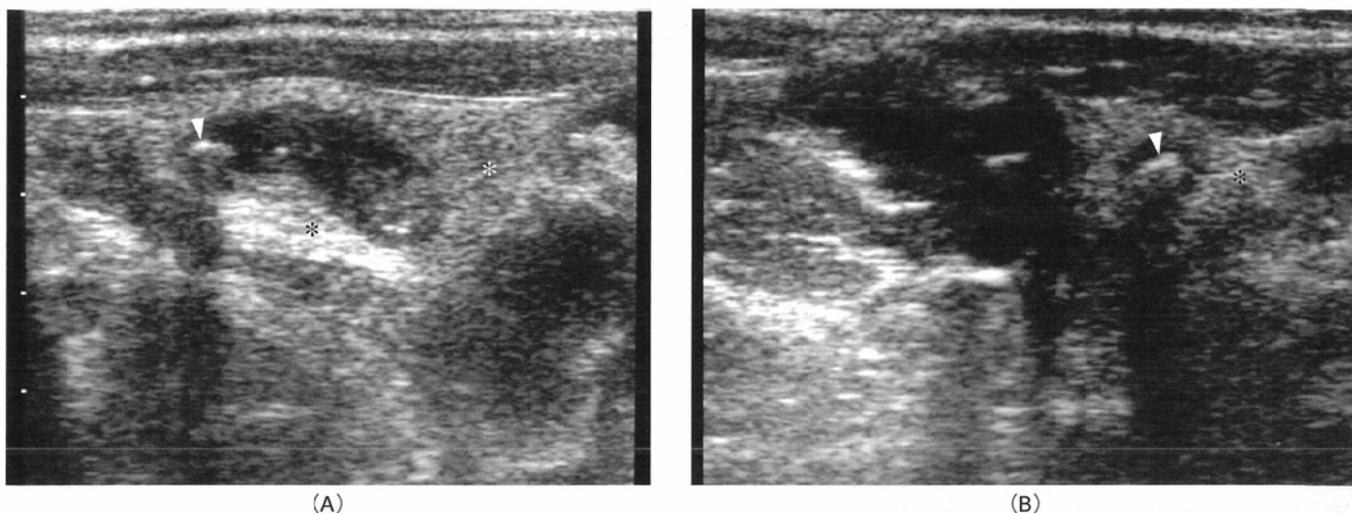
Gangrenous appendicitis. This 9-year-old girl presented with right lower abdominal pain. Longitudinal (A) and transverse (B) sonograms reveal a swollen appendix containing a focus of increased echo suggesting appendicolith (arrowhead). Note the absence of submucosal echogenic stripe and increased periappendiceal echo (*). Subsequent surgical intervention revealed gangrenous appendicitis.
